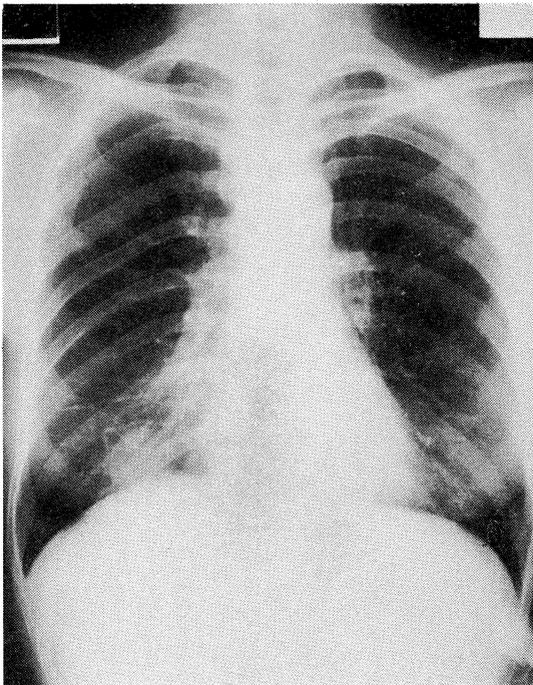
Chest X-ray film of case No. 17 showing obliteration of the right heart border and localized infiltrates at right S⁸.
